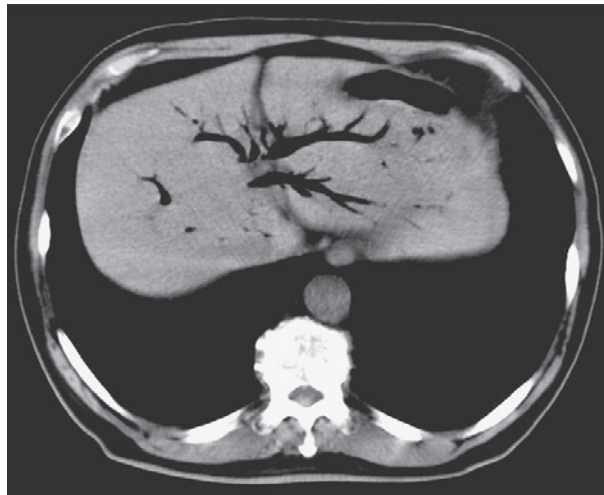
腹部単純CT検査：胆管内にガスを認める。
